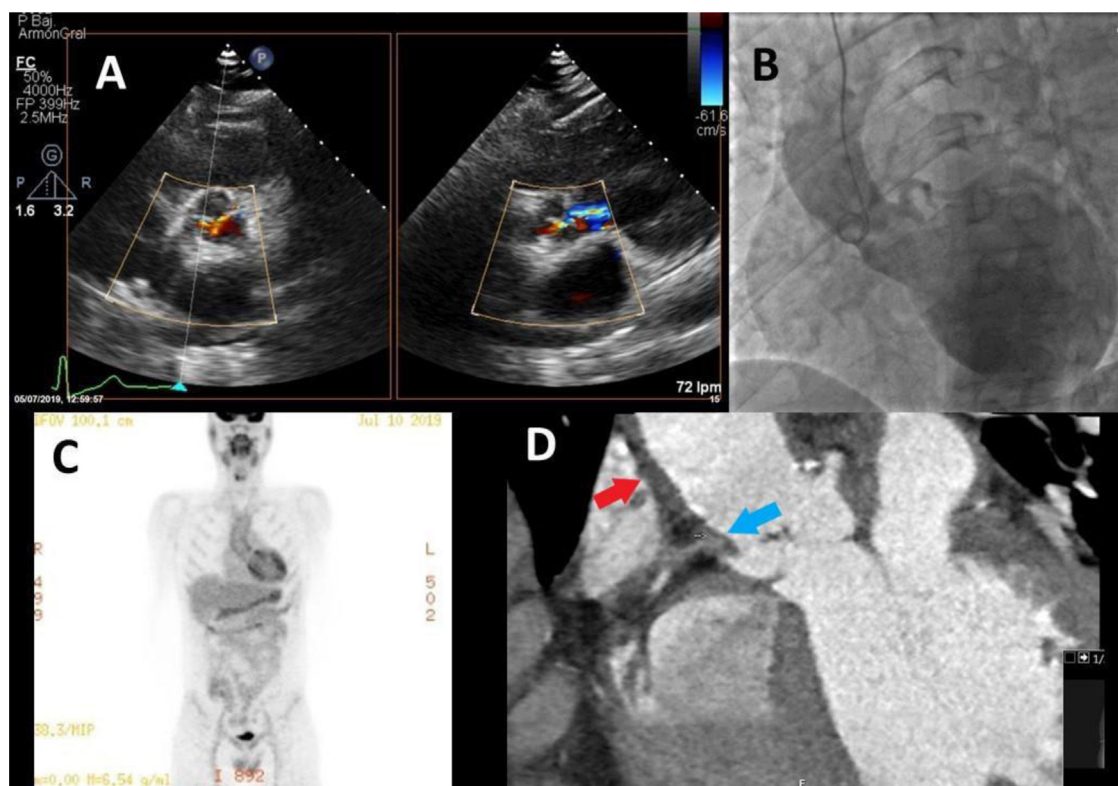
A) Insuficiencia aórtica severa en ecocardiograma transtorácico. B) Aortografía donde se observa una aorta no dilatada, oclusión en el origen de la coronaria derecha (CD) y una regurgitación de grado severo. C) 18FDG-PET/TC con hipercaptación significativa en aorta ascendente. D) AngioTC en el que se aprecia un engrosamiento de la pared aórtica (flecha roja) y oclusión de la CD (flecha azul).
